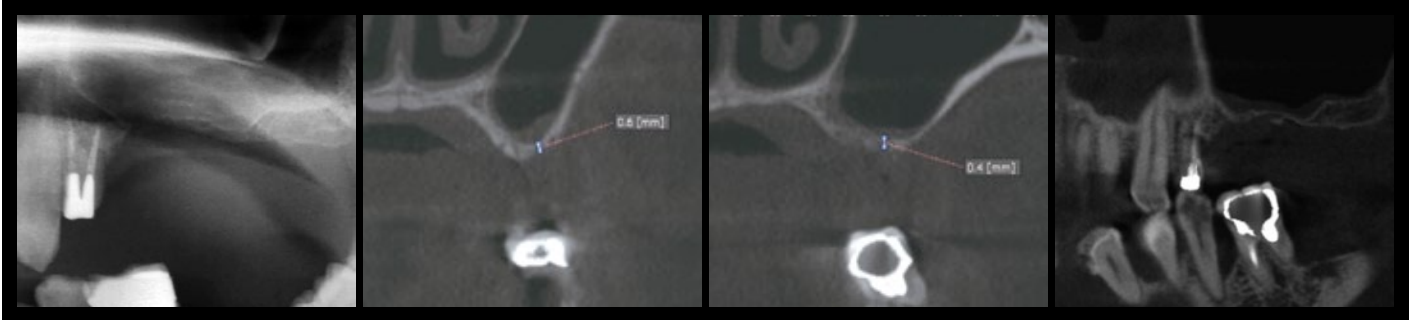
術前のデンタル X 線像および CT 像。既存骨はほとんどない。
